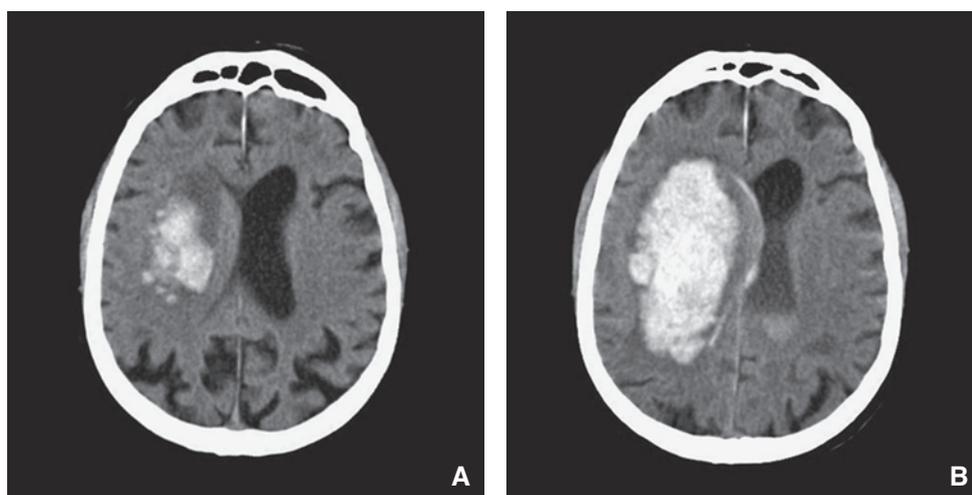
Time is brain.* TC cerebrale senza contrasto in sezione assiale realizzata due ore dopo l'insorgenza dei sintomi (A) in un paziente di 62 anni. TC di controllo realizzata sei ore dopo l'insorgenza dei sintomi (B) che illustra la crescita dell'emorragia cerebrale durante le prime ore dopo l'insorgenza dei sintomi.
